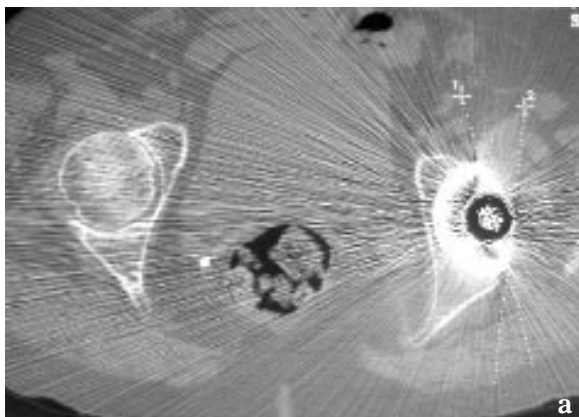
Mesure de l'antéversion de la cupule selon la coupe habituelle orthogonale au plan de la table TDM sur une PTH ayant une instabilité antérieure (antéversion correcte de 21,7°) (1a). Une coupe effectuée de manière orthogonale à l'axe pelvien (centre du plateau S1 au centre des têtes fémorales superposées) (1b) qui est indépendante de la position du bassin sur la table de TDM révèle une rétroversion de la cupule de -2,6° qui a conduit à une réintervention (1c). Le patient plaçait son bassin en rétroversion en décubitus, donnant une fausse antéversion de la cupule.
